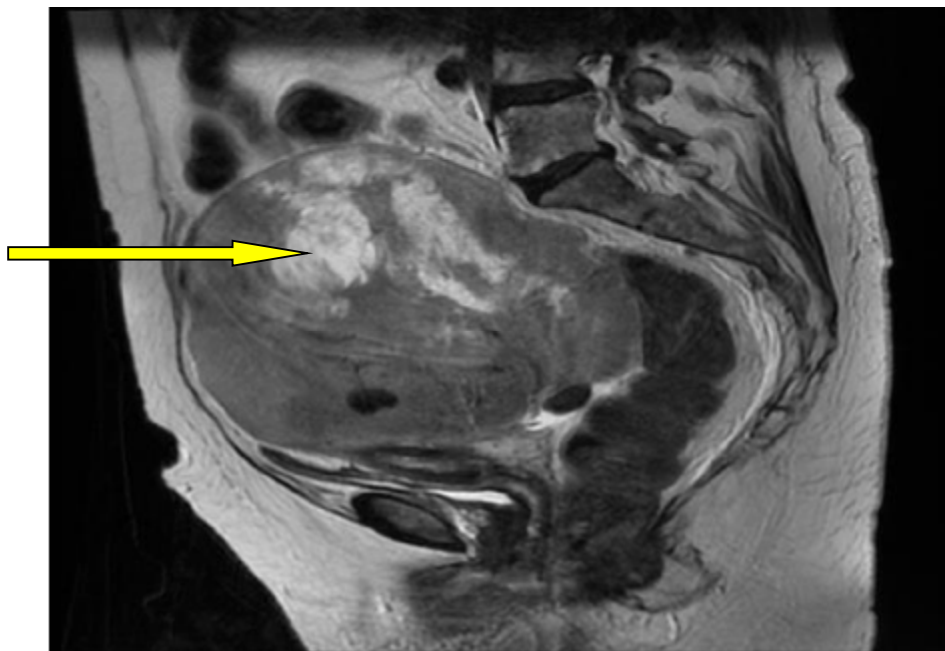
coupe sagittale en séquence T2 de l'IRM montrant un sarcome utérin.
